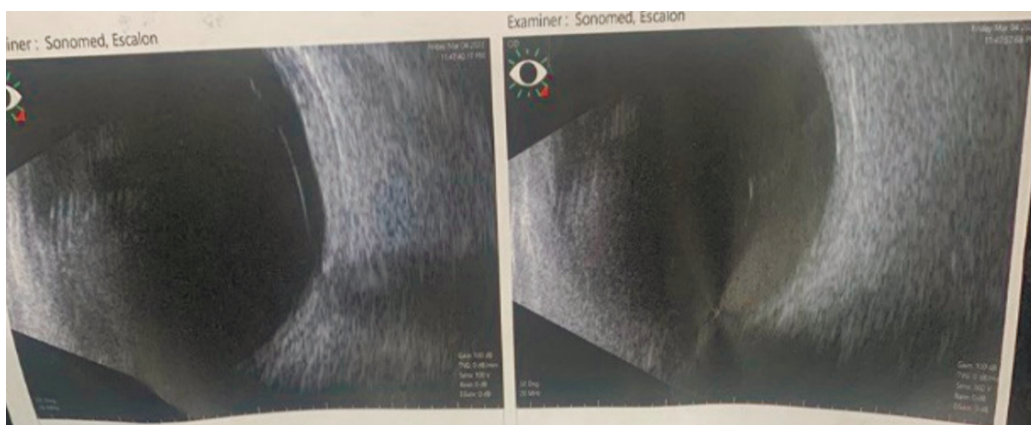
Результаты УЗИ (В-сканирования) правого глаза пациентки А. через 3 месяца после операции (март 2023 г.).
